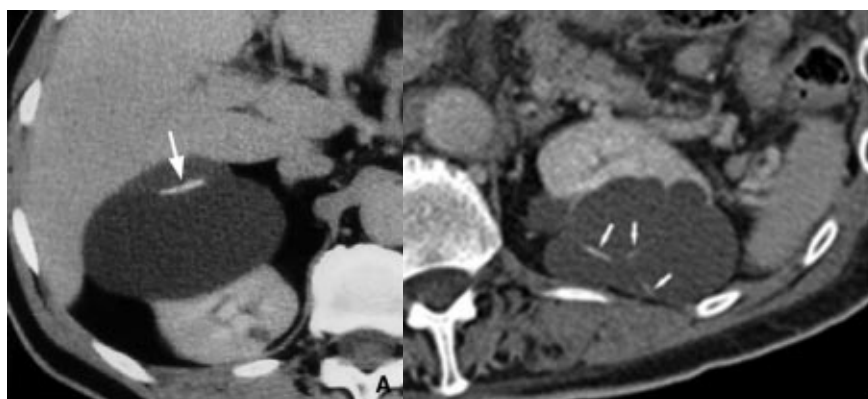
TAC: Quisto tipo II de Bosniak (atipias mínimas)
